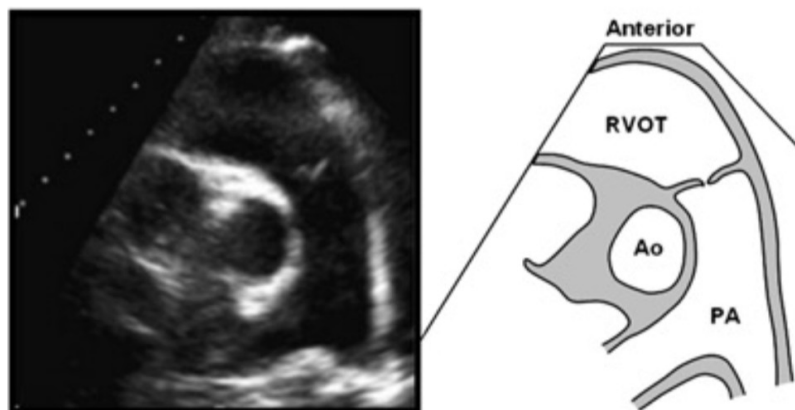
parasternal kurze Achse* (15)
